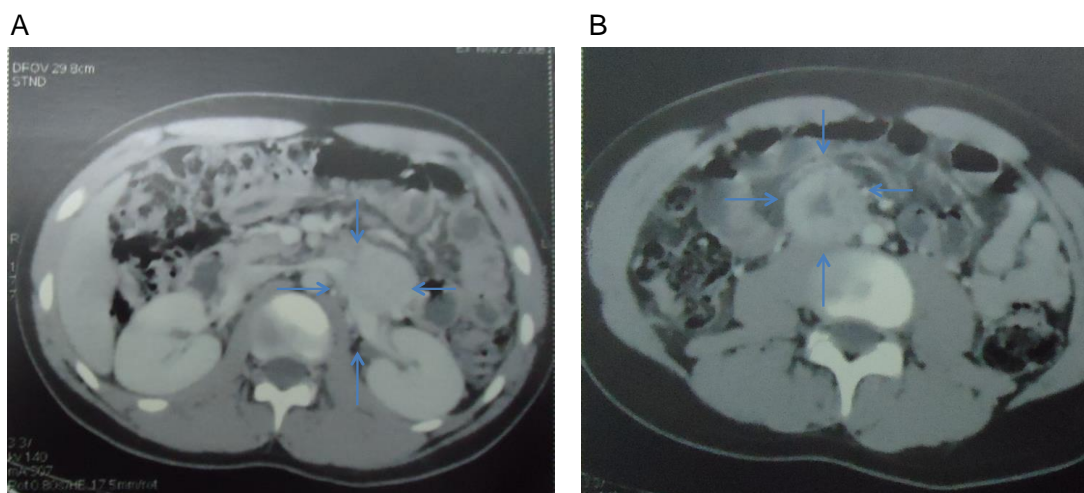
Aspecto dos paragangliomas do caso nº. 6 à tomografia computadorizada. A: Tumor para-aórtico retroperitoneal à esquerda, medindo 6,3 cm no maior eixo; B: Tumor retroperitoneal próximo à linha mediana, medindo 5,0 cm no maior eixo, com captação heterogênea do contraste.
